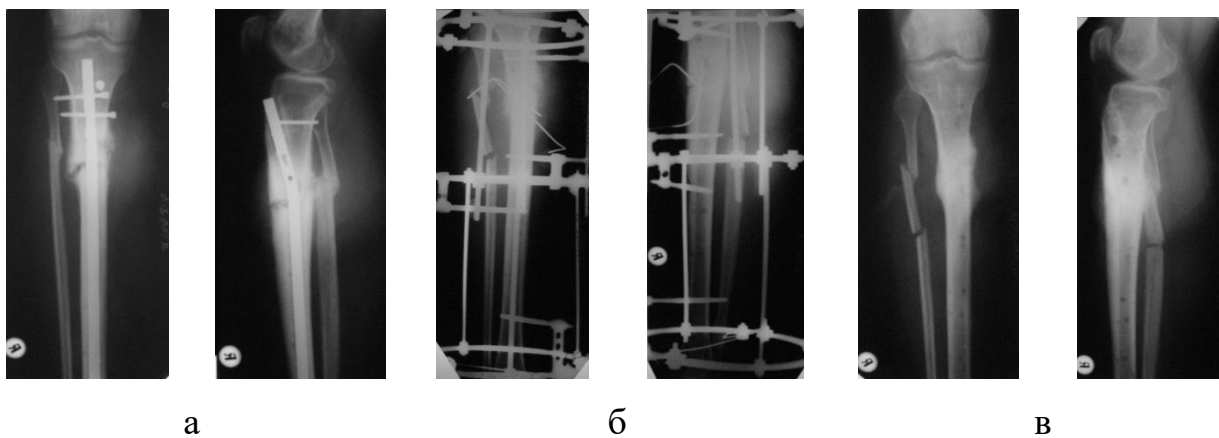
Рентгенограми хворого П., а – при поступленні в клініку КГХ; б – після операції у відділі; в – після закінчення лікування.
